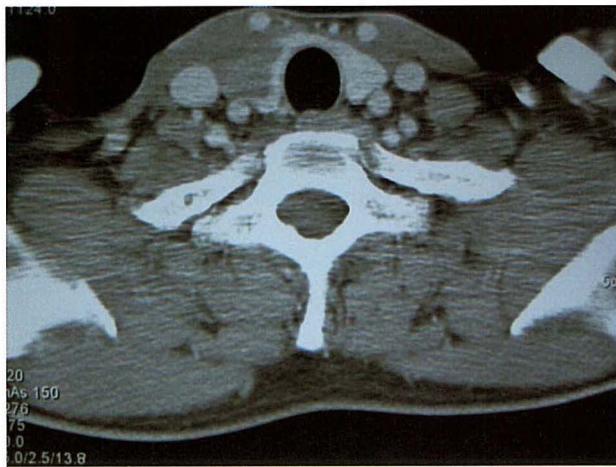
CT scan with contrast enhancement showing a mass of low density in the thyroid right lobe.
